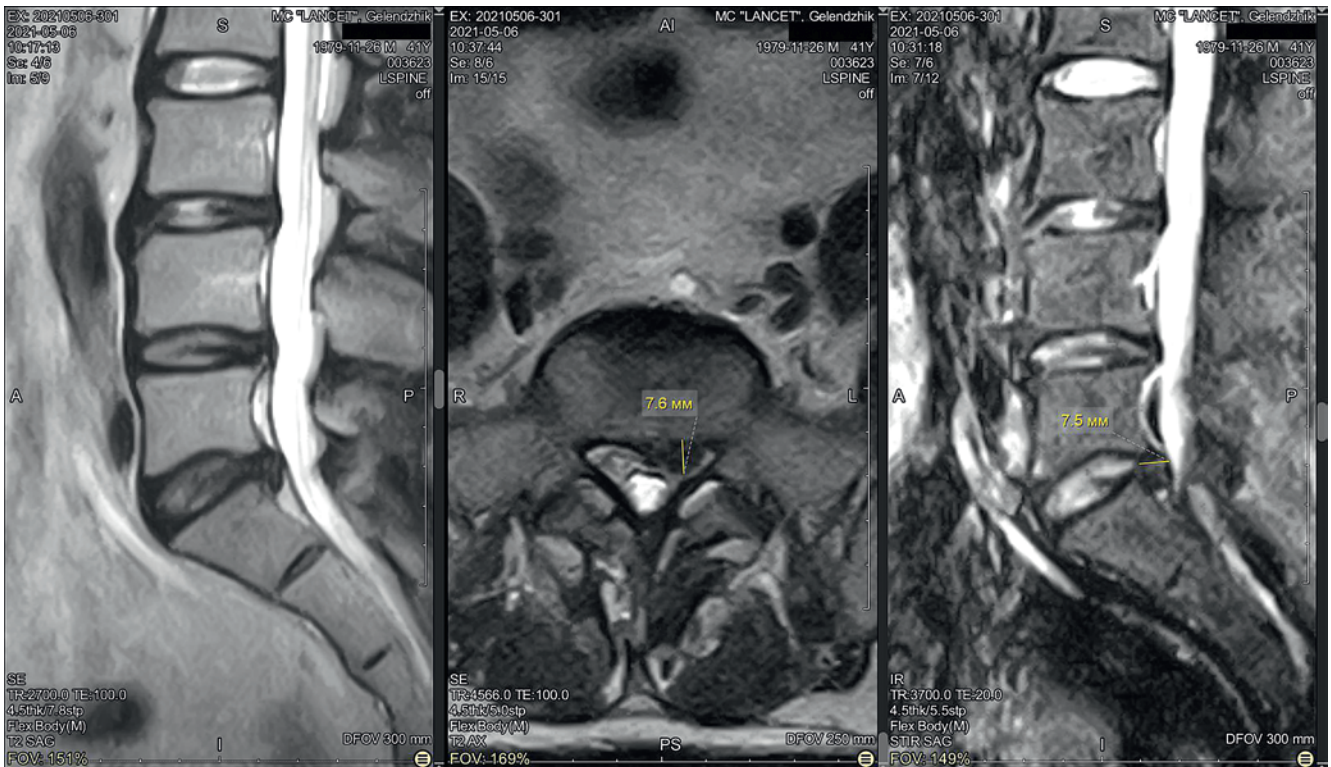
Магнитно-резонансная томограмма пациента И. при повторном обращении 06.05.2021: А) саггитальный срез, В) аксиальный срез на уровне межпозвонкового диска L₅-S₁, С) еще один саггитальный срез
